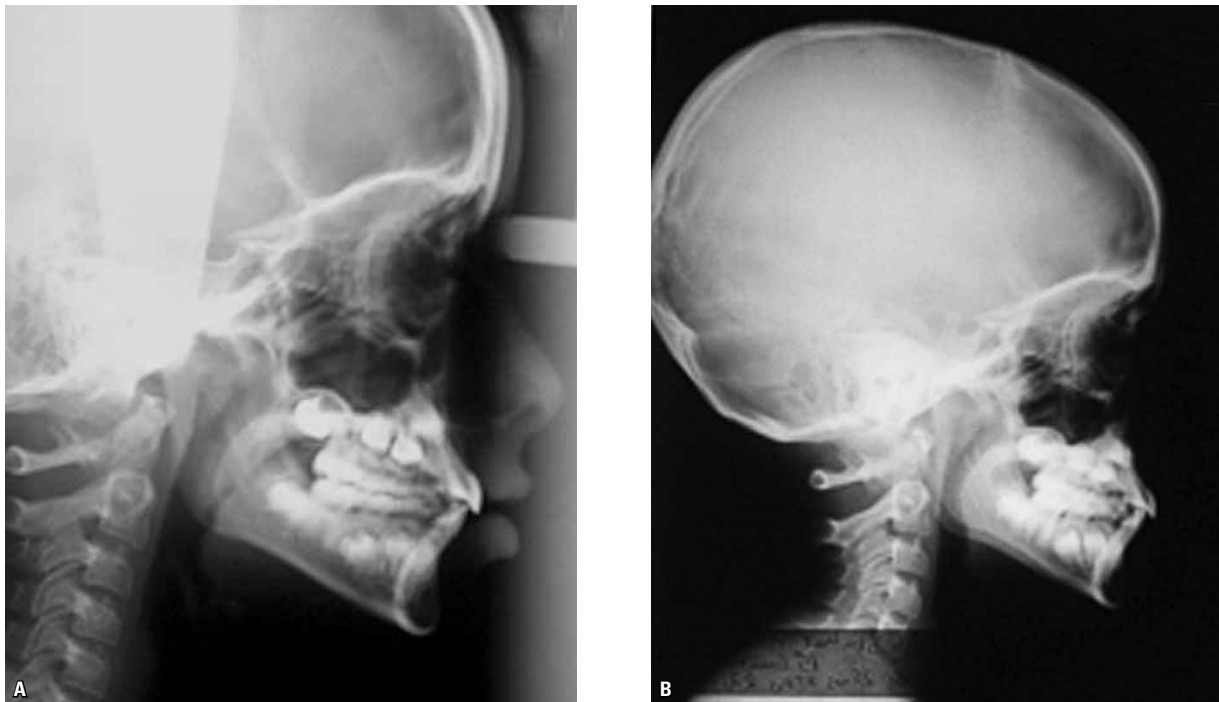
Exemplo de radiografias cefalométrica de perfil (A) e de cavum (B) obtidas de um mesmo paciente respirador bucal, no mesmo dia.
